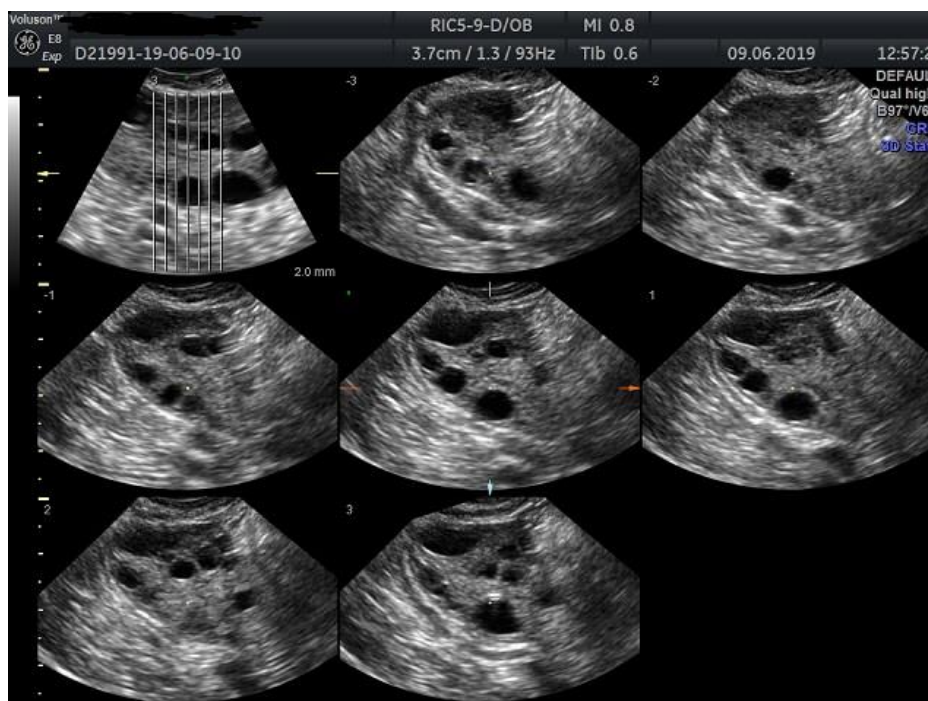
Изображение яичников в режиме TUI (функция ультразвуковой томографии).
